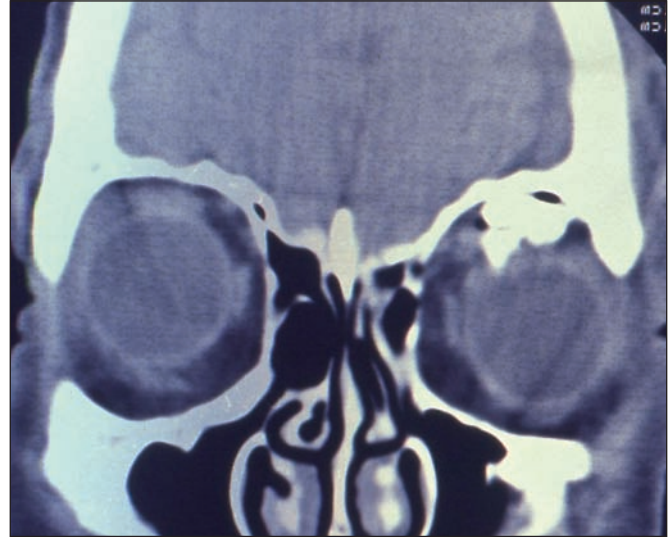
Corte coronal de la TAC del caso 3: fractura orbitaria y múltiples cuerpos extraños dentro de la órbita izquierda.
